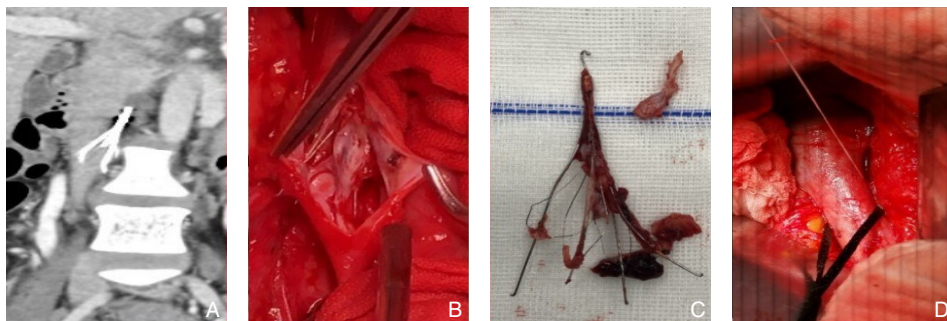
术中图片2 A: CT提示锥形滤器（35岁男性患者）；B: 切开下腔静脉取出滤器；C: 取出的锥形滤器；D: 缝合下腔静脉壁
